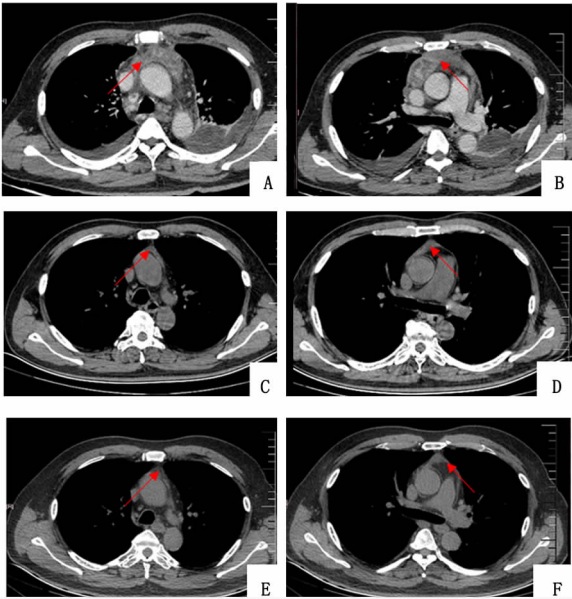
患者各阶段胸部 CT 结果(A~B 为 2020 年 5 月 22 日 CT 结果:双侧胸腔积液伴双肺亚段膨胀不全,前上纵隔占位并纵隔内淋巴结肿大,大小约 5.7cm×3.2cm,考虑为侵袭性胸腺瘤或淋巴瘤,心包少量积液;C~D 为 2021 年 6 月 19 日 CT 结果:左肺下叶钙化灶,前纵隔条片状软组织影,较前范围明显缩小,大小约 1cm×1.2cm,心包少量积液;E~F 为 2023 年 7 月 10 日 CT 结果:左肺下叶钙化灶,前纵隔条片状软组织影较前稍缩小,大小约 0.8cm×1cm)
